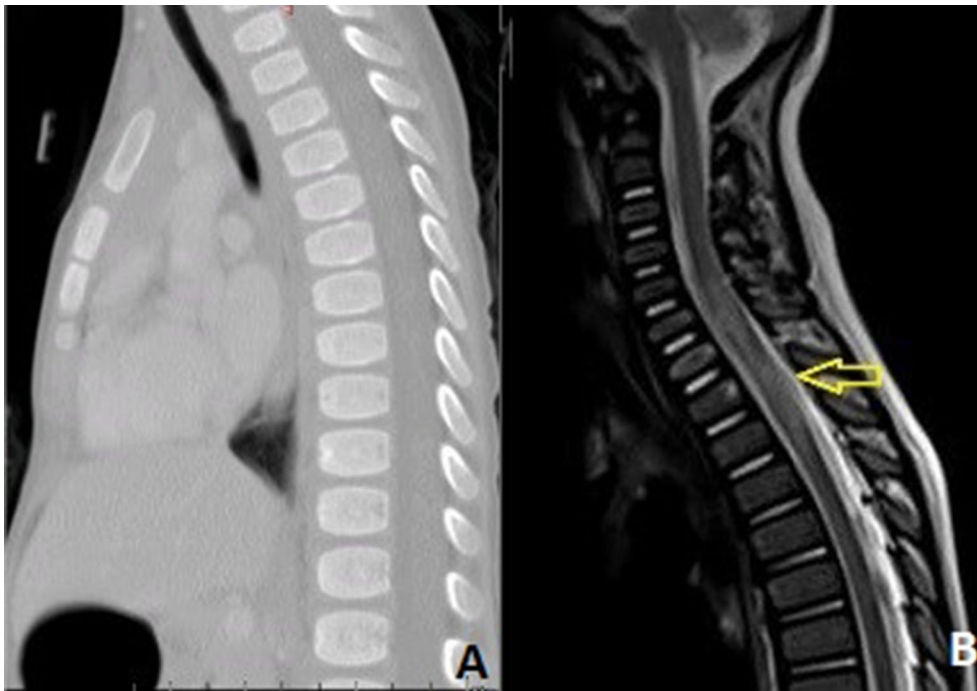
A : TDM rachidienne en coupe sagittale ; B : IRM rachidienne en T2, en coupe sagittale ; flèche : œdème médullaire de C8 à T2
